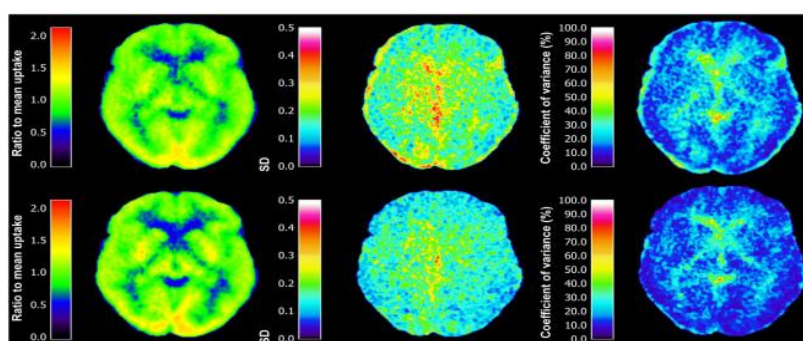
Томограма головного мозку людини з метіоніном при ПЕТ-КТ
